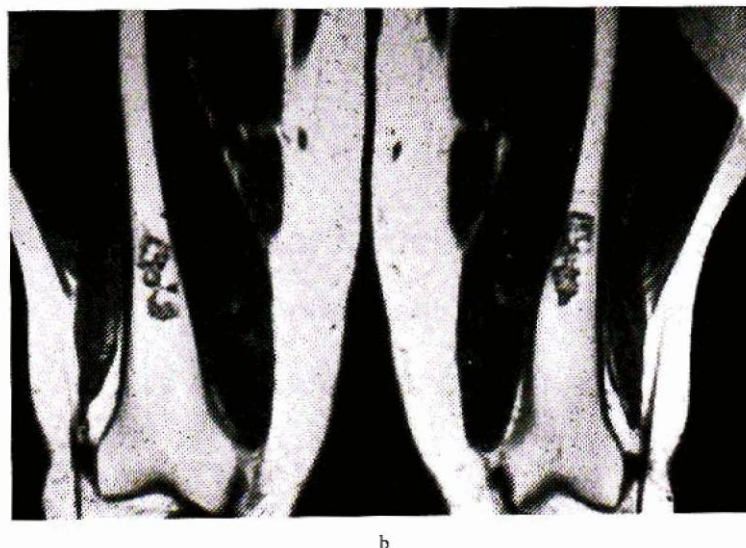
Observation n° 1. a) Radiographie du fémur droit de profil. A la jonction tiers moyen tiers inférieur, petite zone de densification médullaire. b) IRM des fémurs. Coupe frontale en T1. Zones d'hyposignal à contours nets mais déchiquetés à la jonction tiers moyen tiers inférieur.
